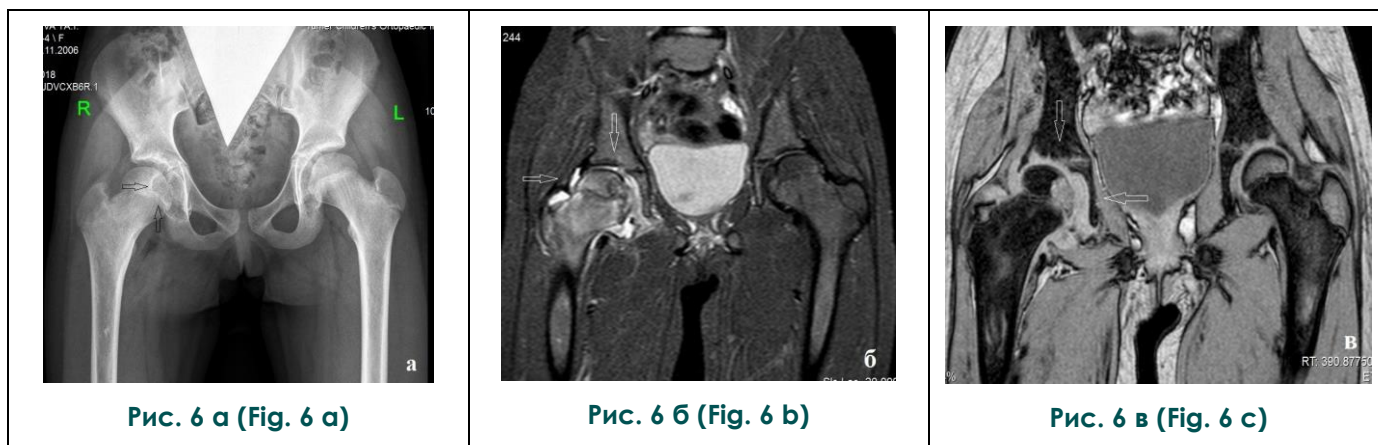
а - Рентгенограмма тазобедренных суставов, прямая проекция. б, в - МРТ тазобедренных суставов, корональная плоскость, T2-ВИ.
